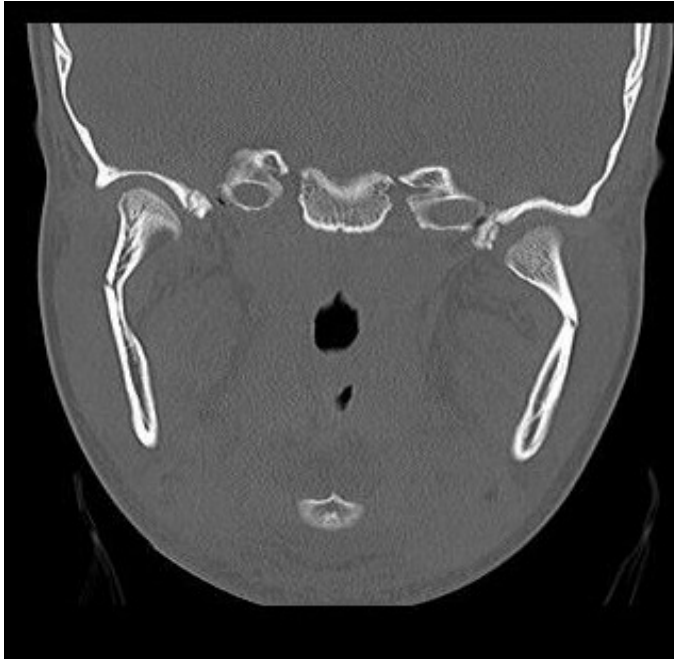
Deviye –deplase sađ kondil kırığı koronal BT görüntüsü
